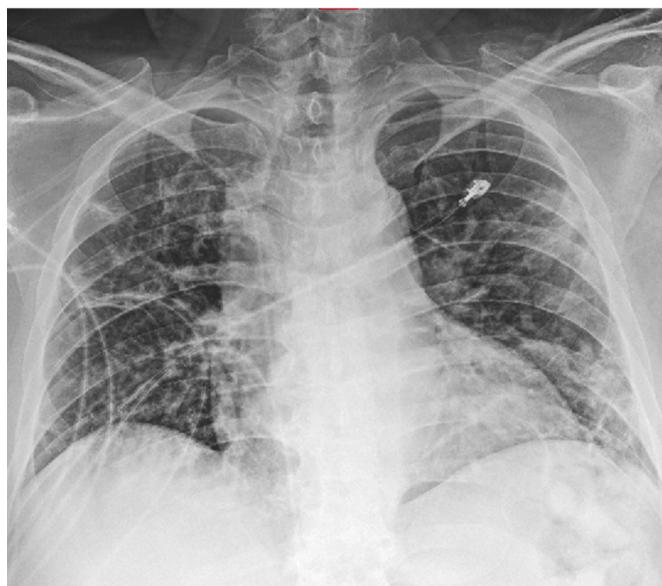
Radiografía 48 horas postintubación del caso 1.
